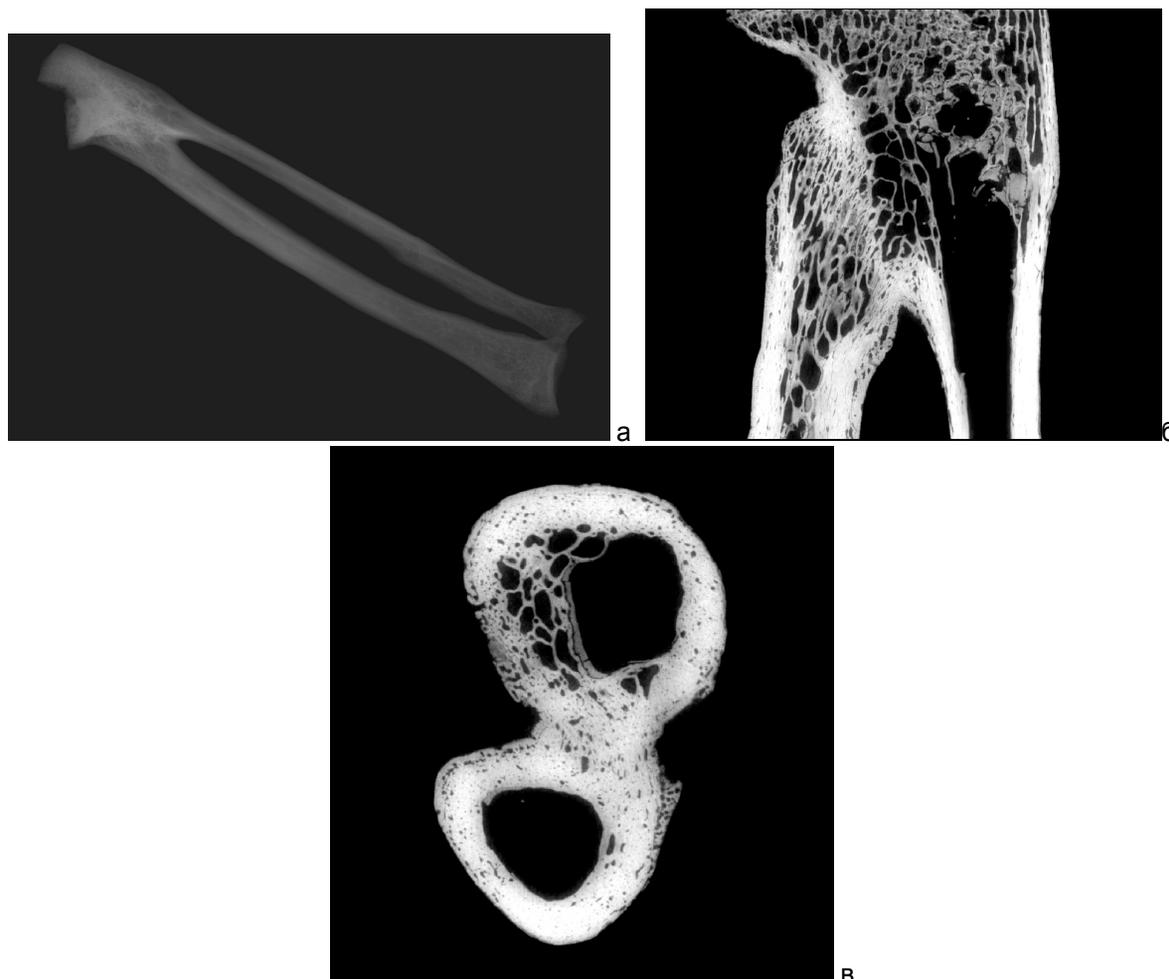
Последствия радиоульнарного стеноза у мужчины из погребения № 326.1. Могильник Алтын-Асар 4л: а — панорамный снимок, метод микрофокусной рентгенографии; б — вертикальный срез области срастания костей предплечья, метод микро-томографии; в — поперечный срез области срастания костей предплечья, метод микро-томографии.
